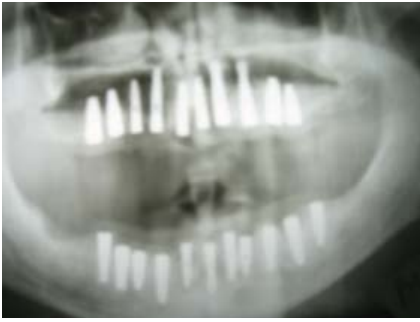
Radiografia de control la a 2-a zi
